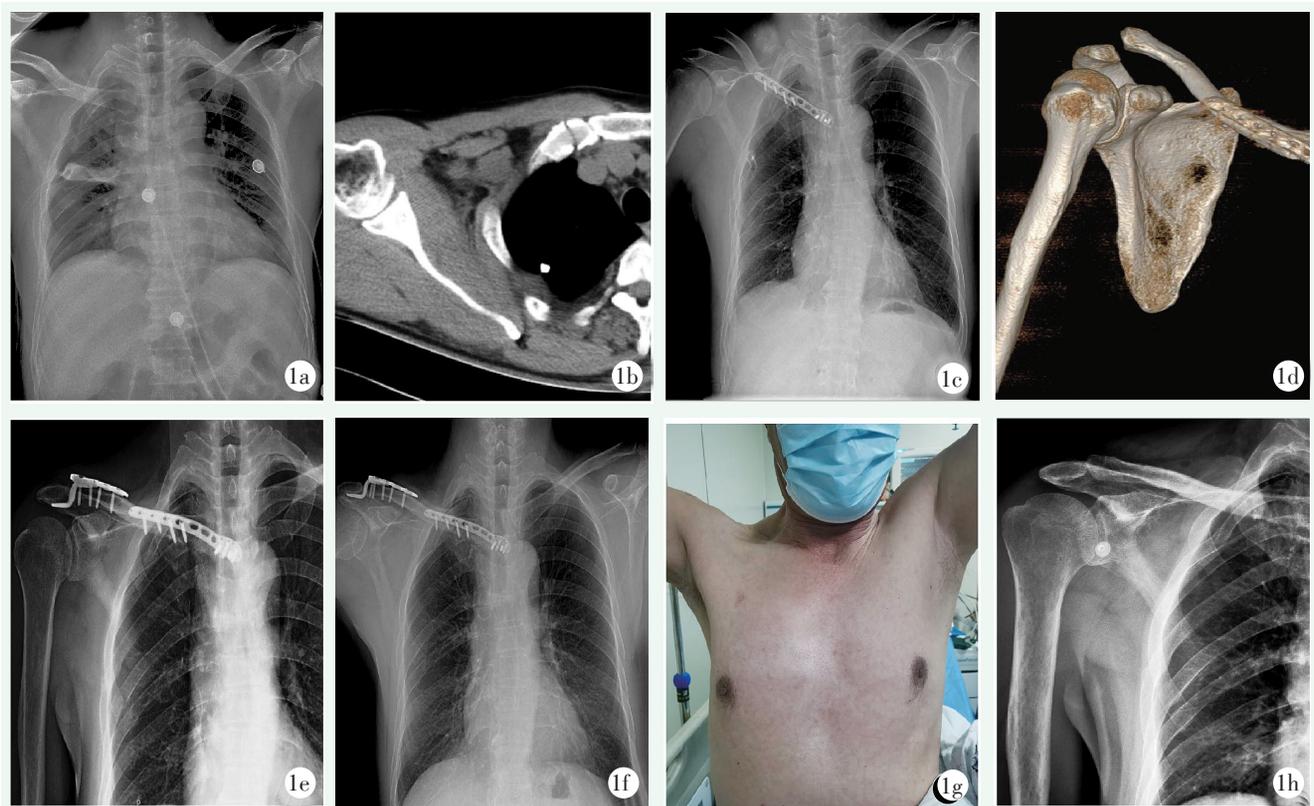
患者, 男, 56 岁, 胸锁关节脱位及肋骨骨折、肩锁关节脱位。1a, 1b: 术前 X 线片及 CT 见胸锁关节脱位及肋骨骨折; 1c, 1d: 术后第 3 d X 线片及右肩关节 CT 三维重建见肩锁关节脱位; 1e, 1f: 术后 1 个月及 1 年 X 线片示锁骨外形正常, 胸锁及肩锁关节对位关系良好, 内固定位置满意; 1g: 术后 1 年患肢功能恢复良好; 1h: 取出内固定装置后影像所见。
